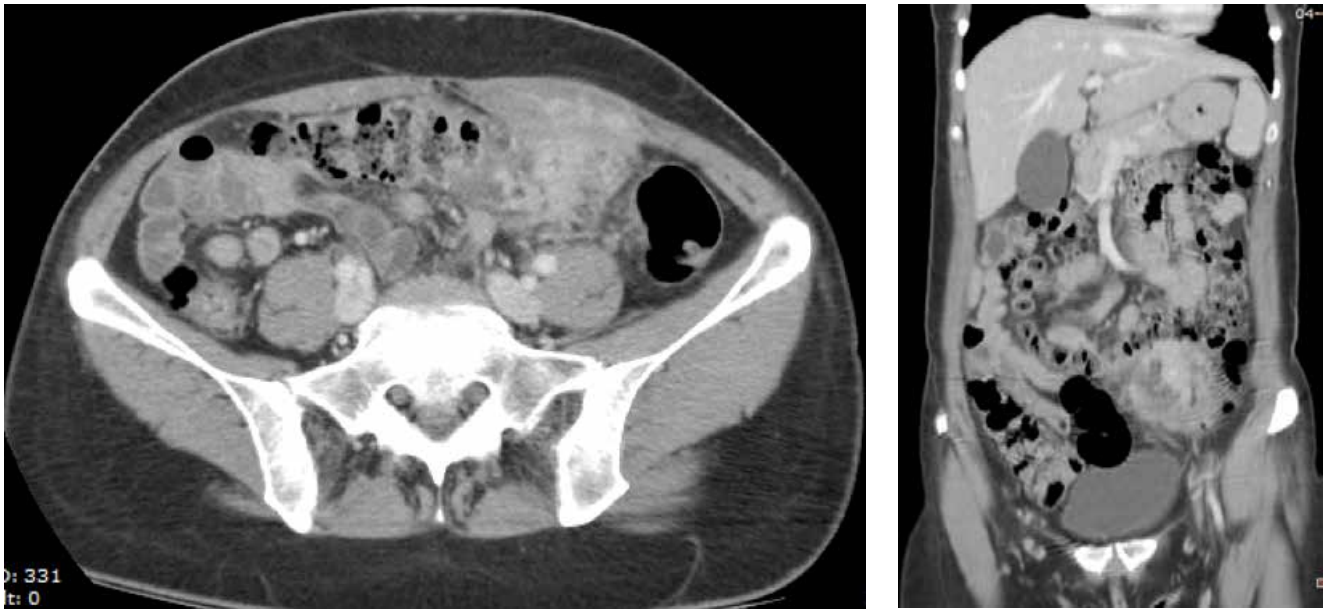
e 4 | TC abdomino-pélvica: massa na fossa ilíaca esquerda com invasão do músculo recto abdominal, indissociável do cólon adjacente, suspeita de neoplasia. Lesão nodular no segmento VI do fígado compatível com lesão metastática.
